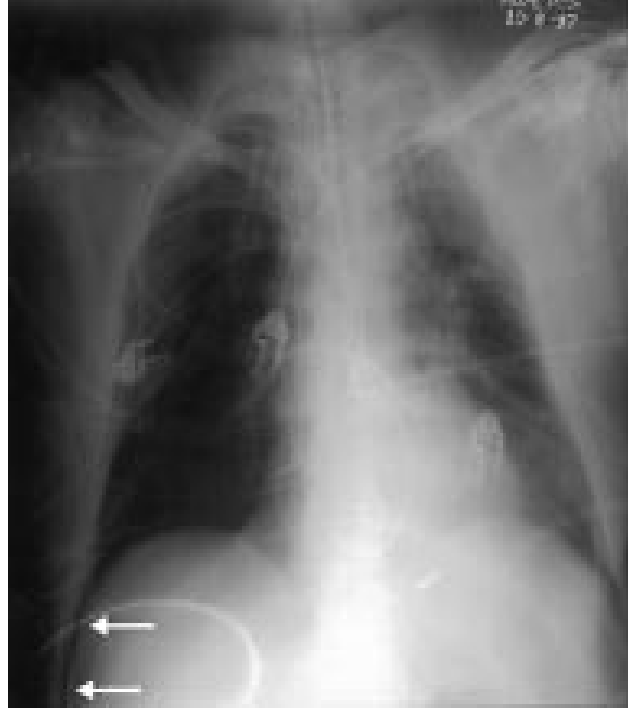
PA AC grafisinde PNX. “Oklar” visseral plevrayı göstermektedir. “Yıldız” plevralar arasındaki havayı göstermektedir- ESOGÜTF Acil Tıp AD arşivinden alınmıştır.
